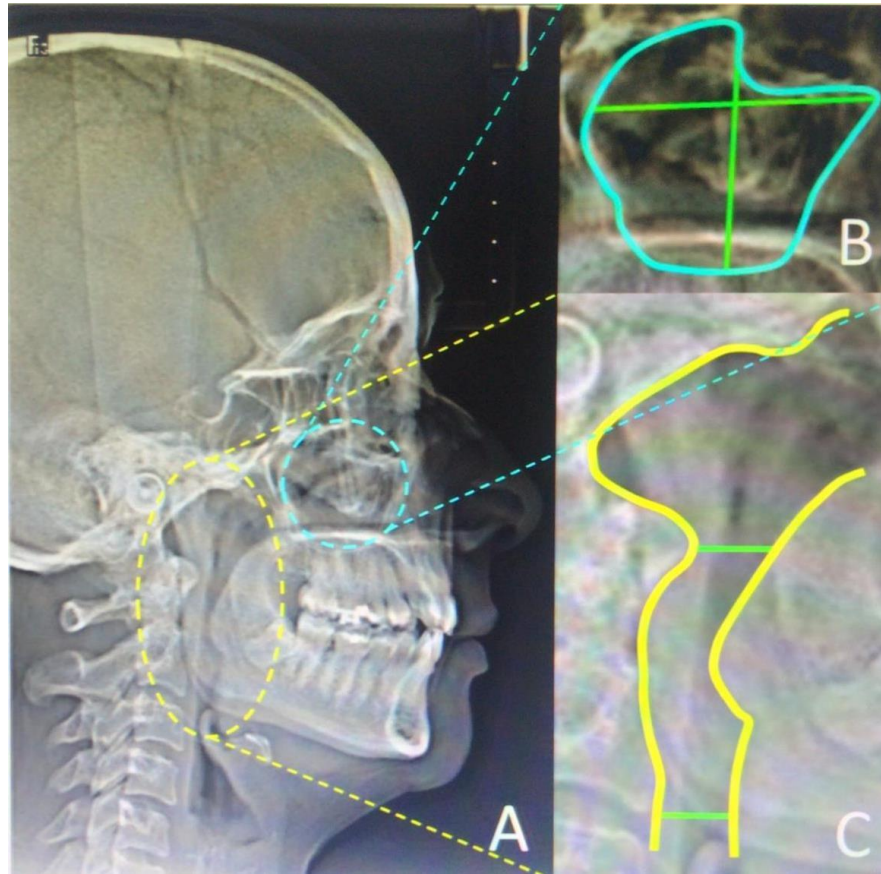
a) Radiografía lateral de cráneo b) Seno maxilar c) vía aérea superior e inferior
